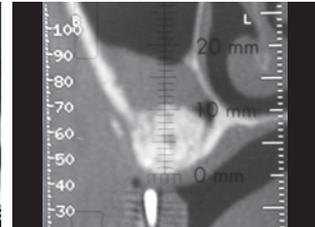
Tomografía computarizada de la región del 26.
